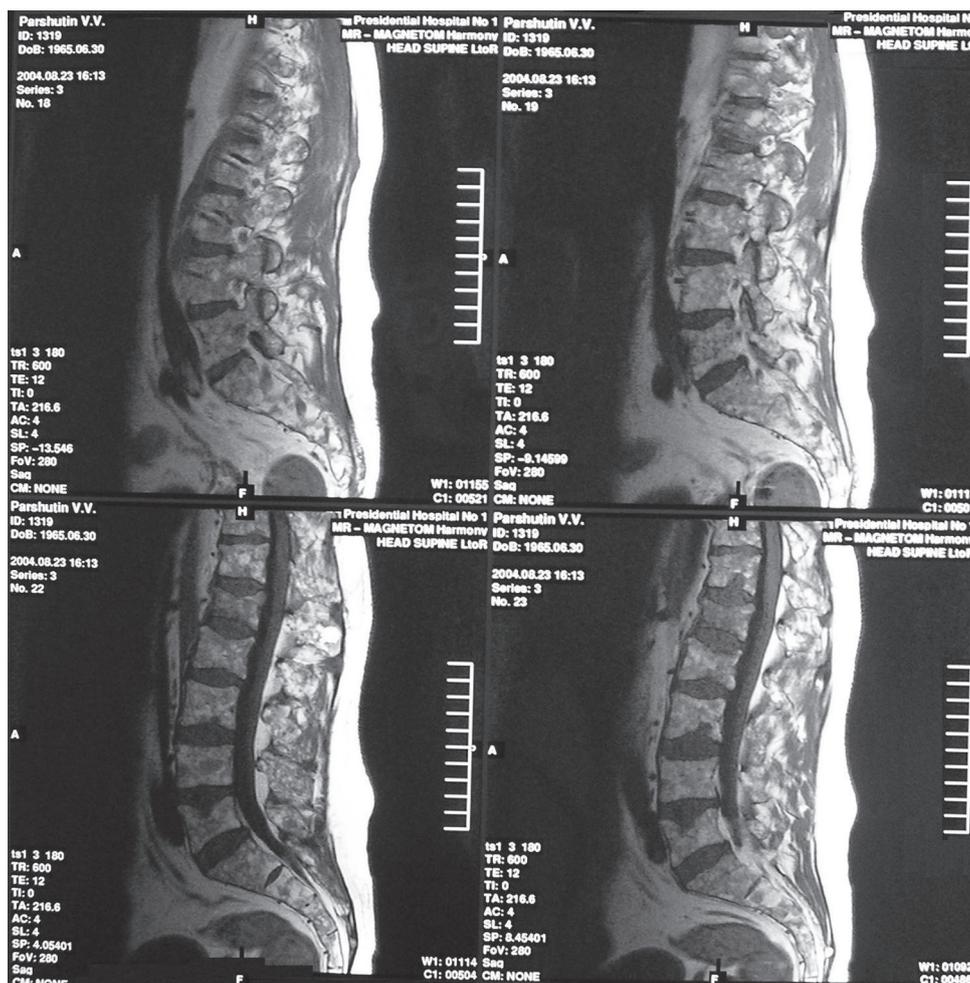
МР-томография позвоночника больного П. Выраженный остеопороз, компрессионные переломы тел позвонков
